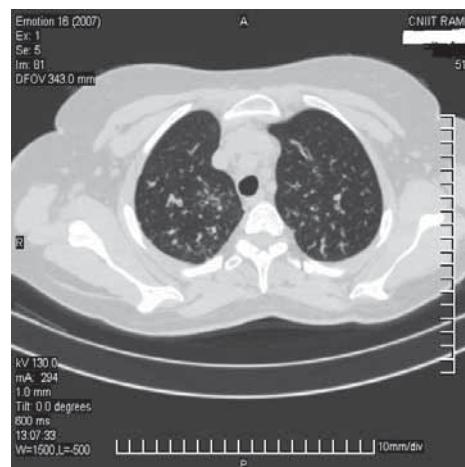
Рентгенологическое обследование пациентки Т. На фоне сохраняющихся бронхэкстазов отмечается незначительная отрицательная динамика в виде появления новых узелковых и интерстициальных изменений в верхних долях и базальных отделах правого легкого.
